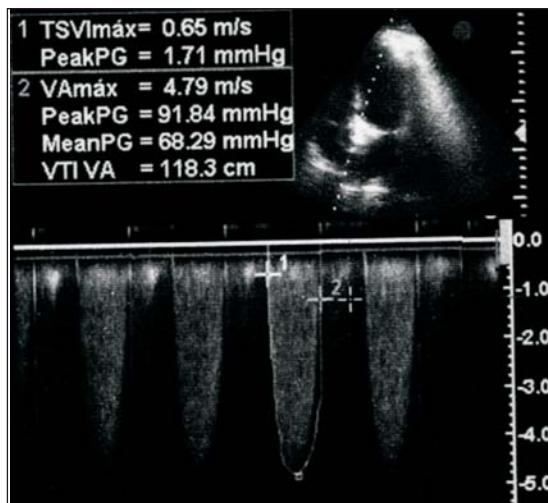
Ecocardiograma transtorácico. Jet de estenosis aórtica con gradiente máximo de 92 mmHg y medio de 68 mmHg. Velocidad del jet 4,79 m/seg
